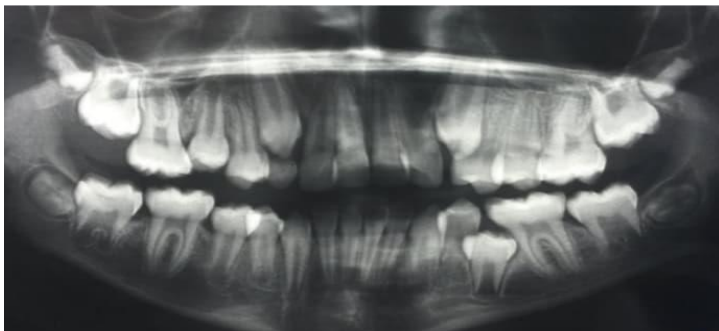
Radiographie panoramique présentant la rétention de la deuxième prémolaire mandibulaire gauche.
